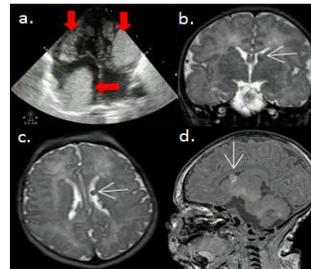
a) Ecocardiograma neonatal múltiples rabdomiomas biventriculares y aurícula derecha (flechas rojas), b) Resonancia cerebral simple T2 coronal: nódulo isointenso subependimario izquierdo (flecha), c) T2 axial nódulos subcorticales bilaterales, isointensos (flecha), d) T1 sagital: nódulo subependimario, hiperintenso (flecha) y tuberos en hemisferio cerebeloso izquierdo
